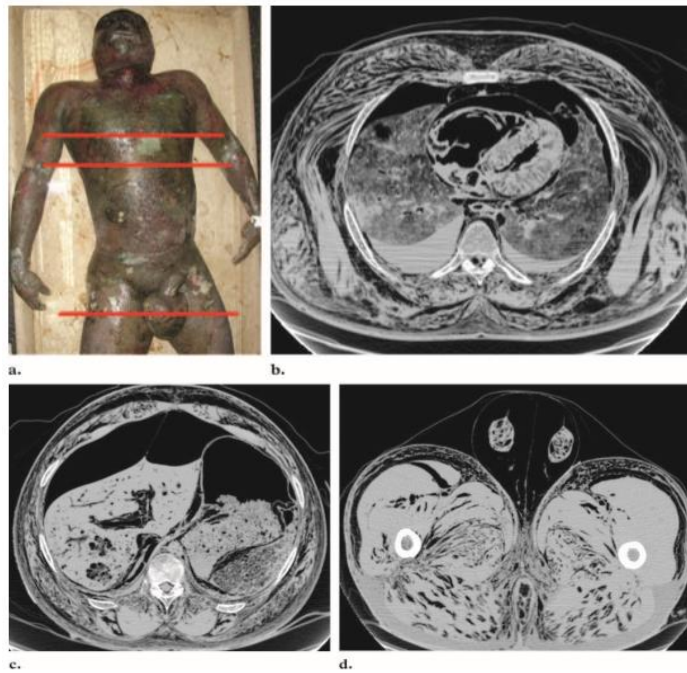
Putrefacción. (A) La fotografía de Preautopsy muestra la apariencia gruesa del cuerpo, que estaba en un estado avanzado de putrefacción. Las líneas rojas indican los planos de sección de los escáneres TC mostrados en b (línea superior), c (línea media) y d (línea inferior). (B) La TC torácica muestra el gas de putrefacción dentro del corazón, el sistema vascular y los espacios intersticiales de los tejidos blandos. Obsérvese también el líquido de putrefacción pleural bilateral. (C) La TC muestra gas intraluminal y peritoneal del abdomen, así como gas de putrefacción dentro de los vasos intrahepáticos, hígado y bazo. (D) La TC muestra globo gaseoso del escroto, acumulación de gas dentro de los testículos y acumulación masiva de gases dentro de los tejidos blandos⁸.
